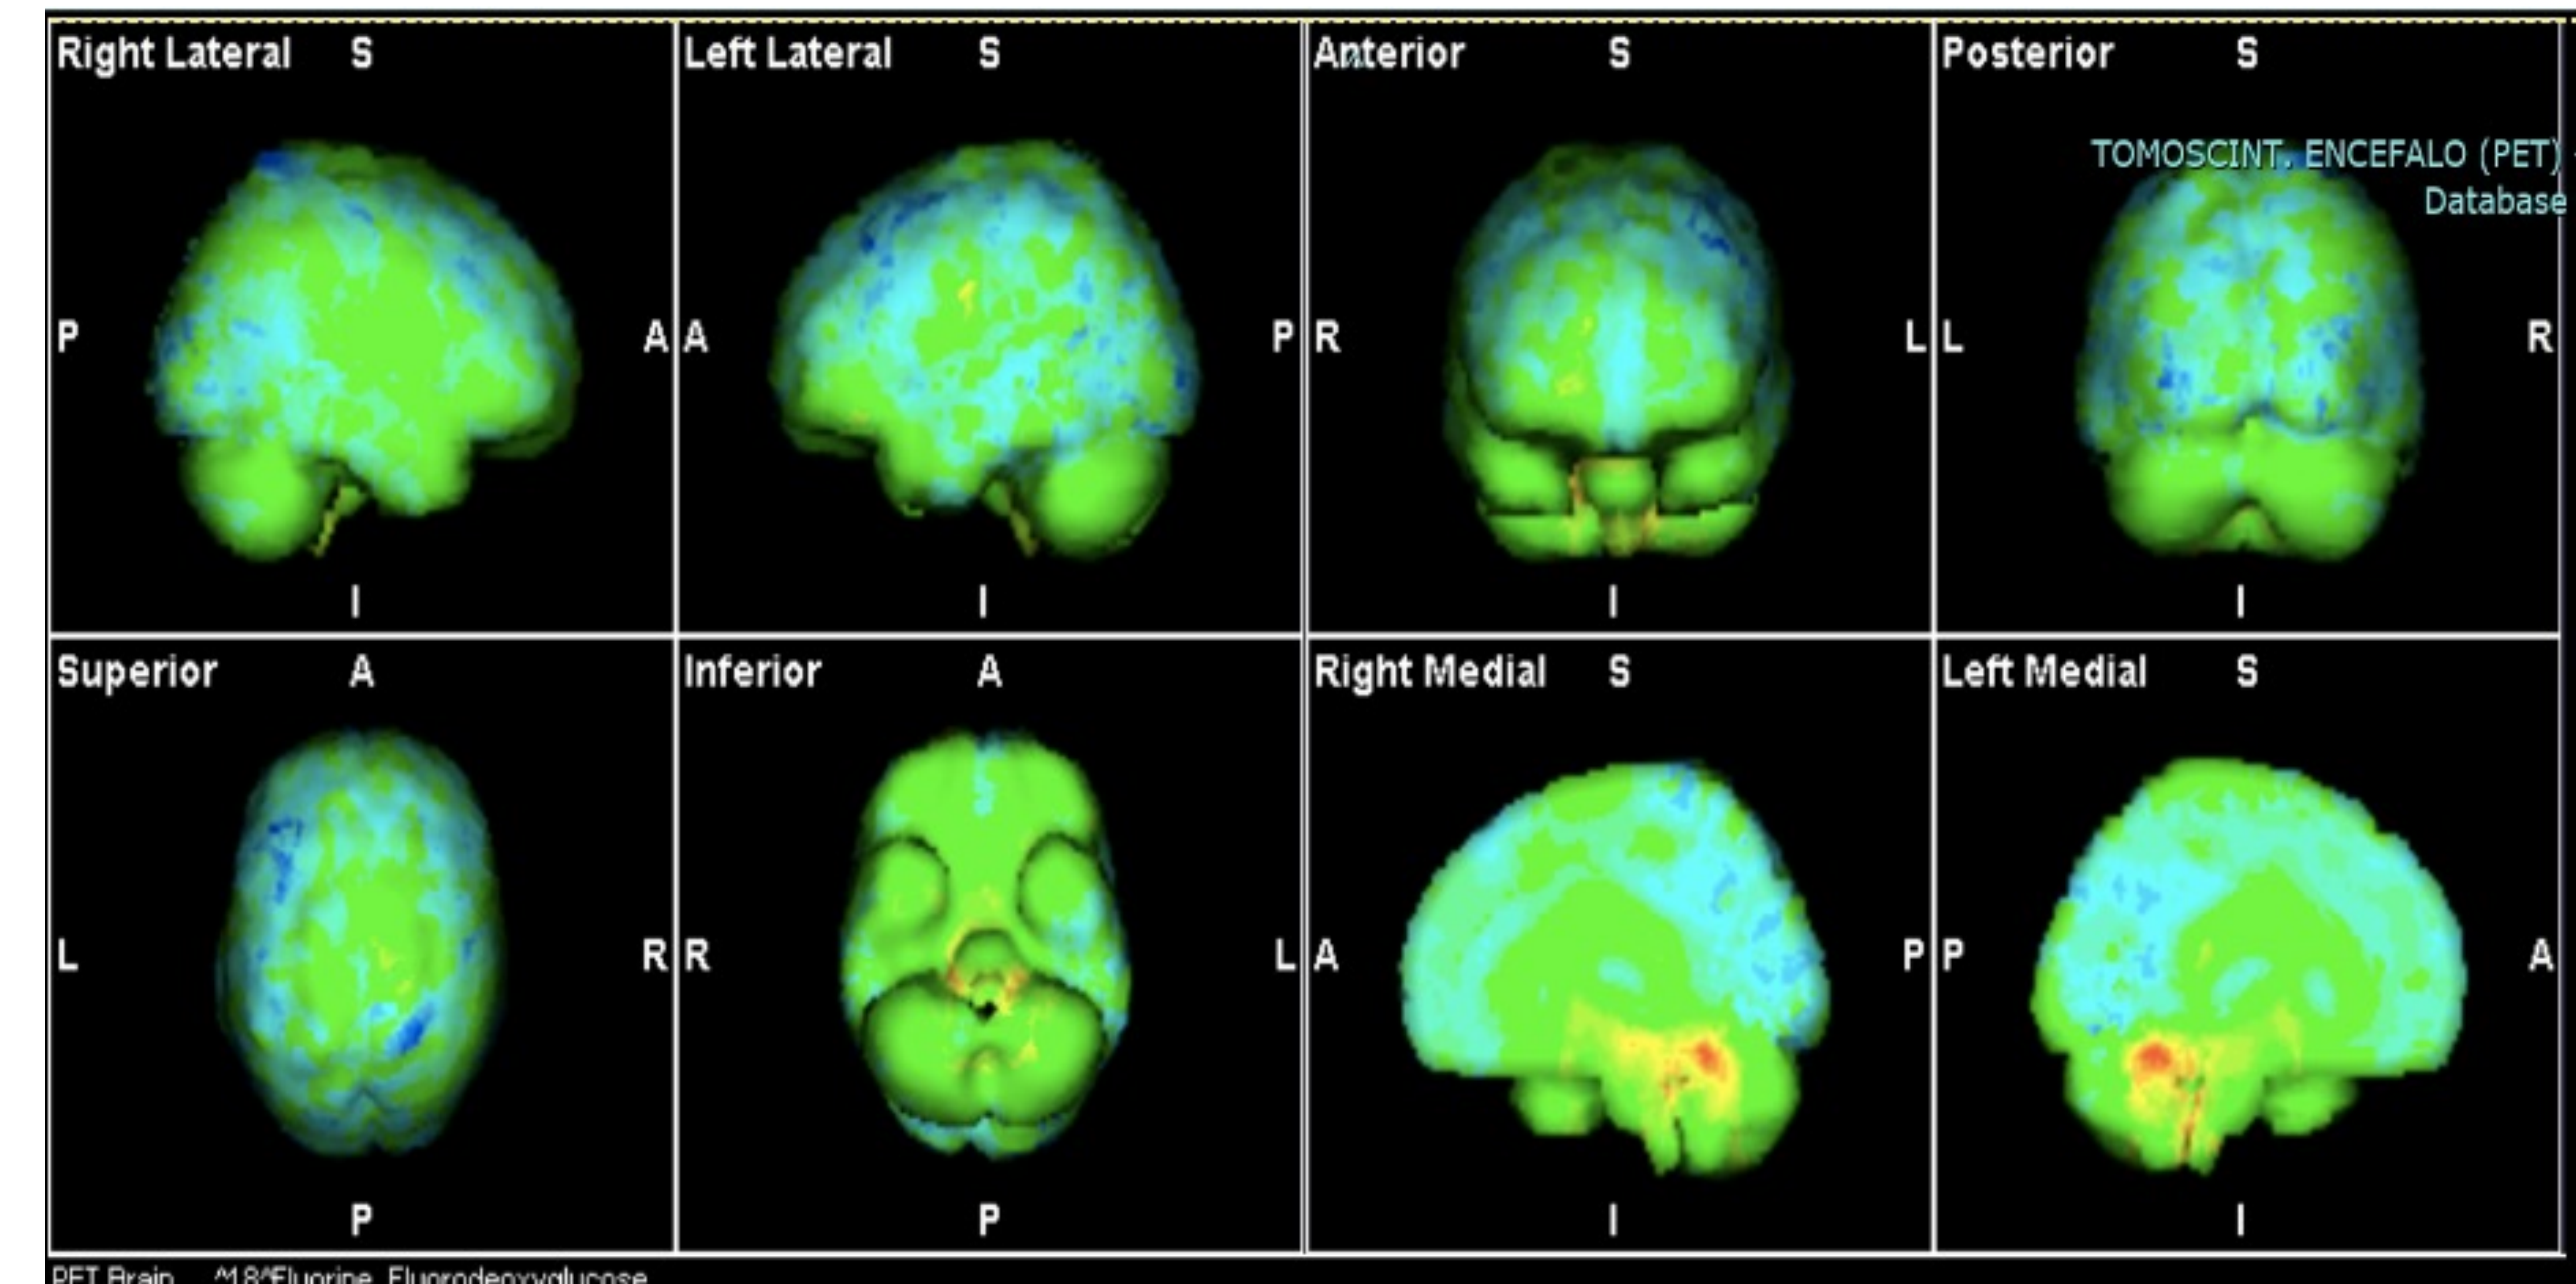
FDG-PET encefalo: ipometabolismo regioni posteriori
